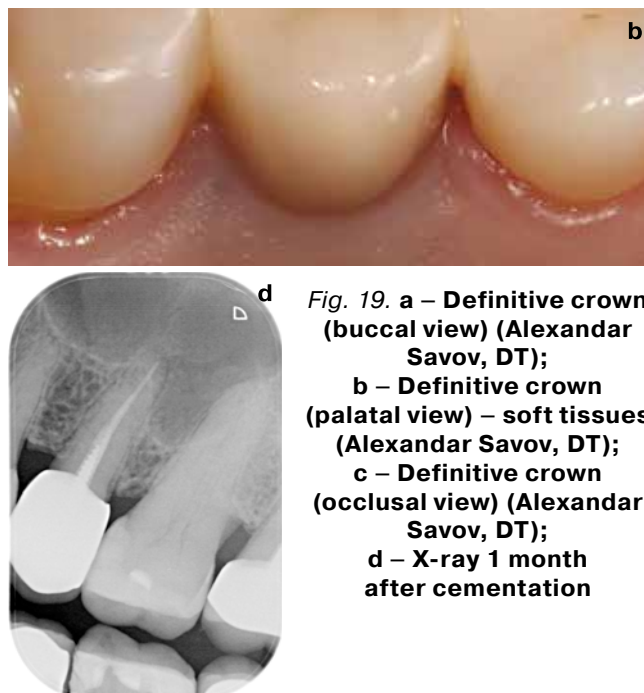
a – Definitive crown (buccal view) (Alexandar Savov, DT); b – Definitive crown (palatal view) – soft tissues (Alexandar Savov, DT); c – Definitive crown (occlusal view) (Alexandar Savov, DT); d – X-ray 1 month after cementation
